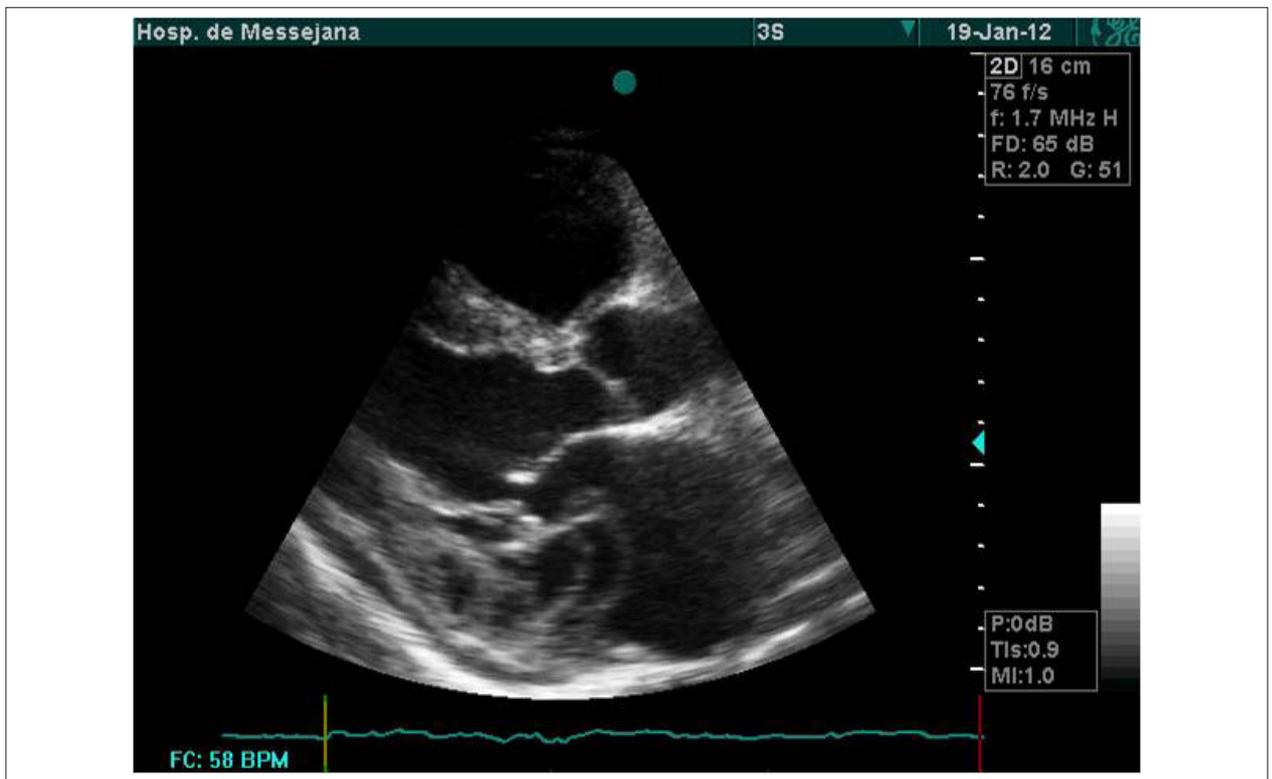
Dissecção de átrio esquerdo, mostrando separação das camadas da parede atrial, corte paraesternal longitudinal ao ecocardiograma transtorácico.
